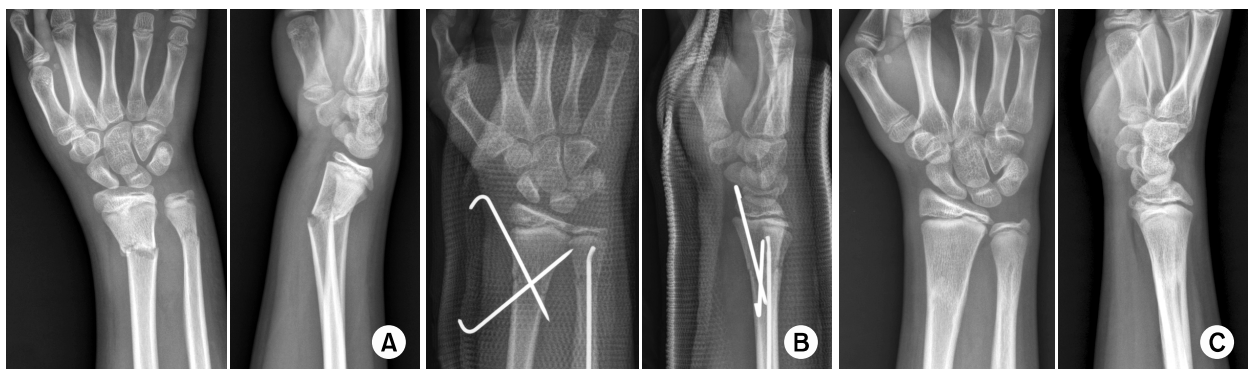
(A) Both distal radius and ulna fracture of an 11-year-old boy. (B) Immediate postoperative X-ray. (C) Eight months after surgery.
